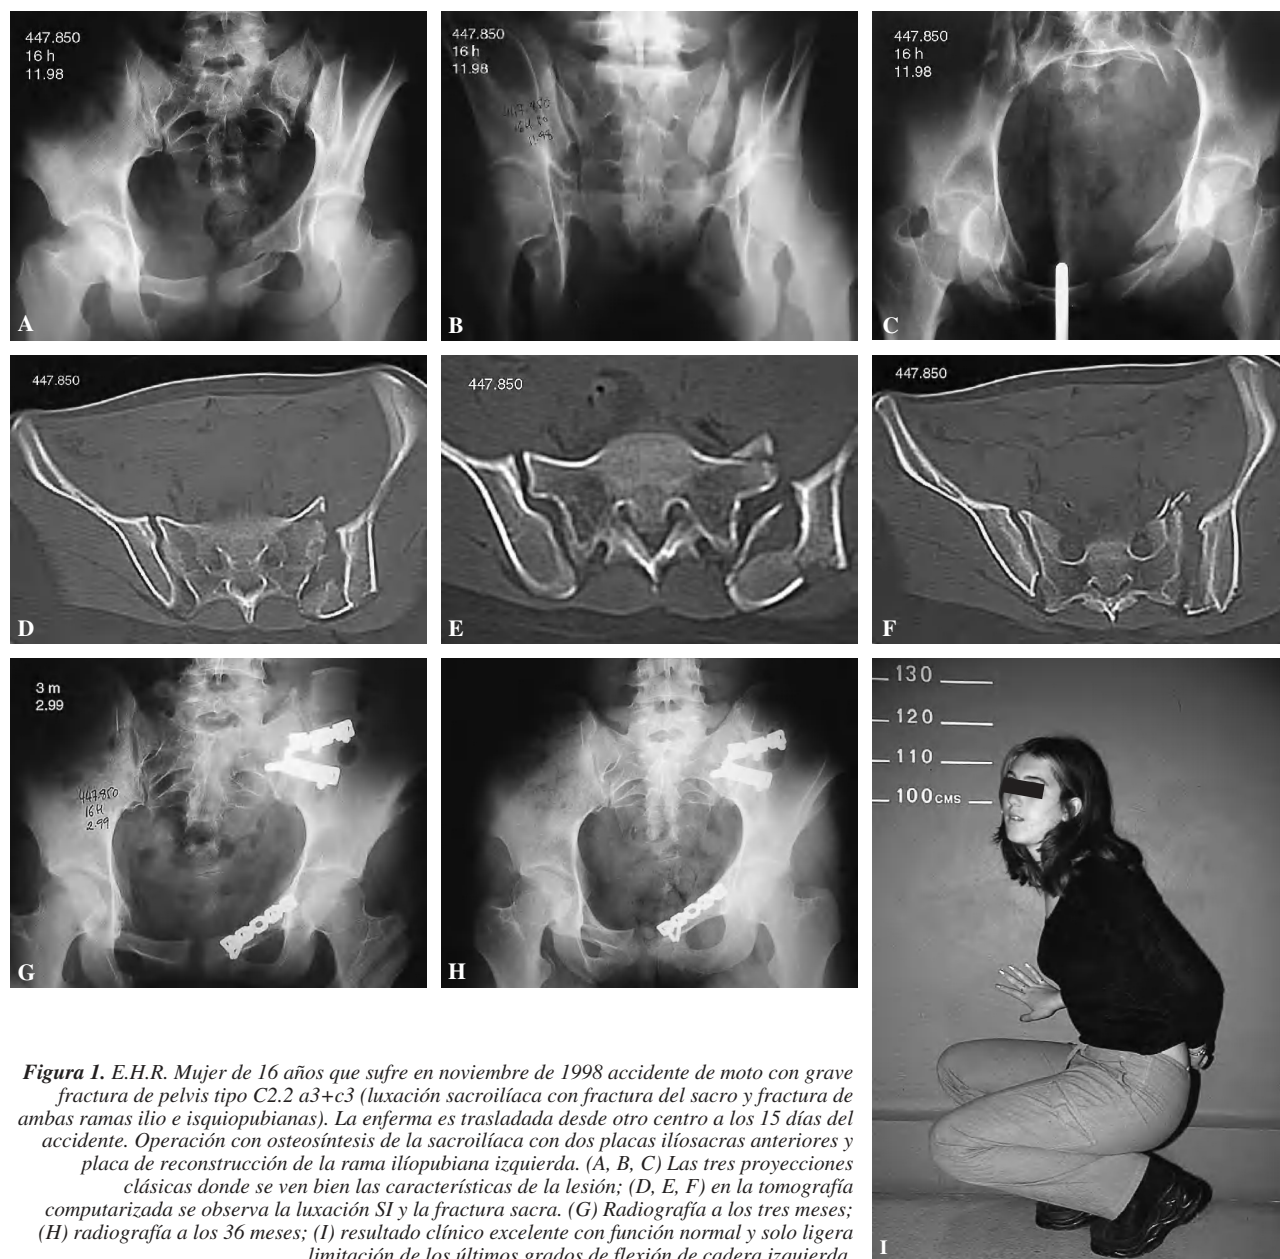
E.H.R. Mujer de 16 años que sufre en noviembre de 1998 accidente de moto con grave fractura de pelvis tipo C2.2 a3+c3 (luxación sacroilíaca con fractura del sacro y fractura de ambas ramas ilio e isquiopúbicas). La enferma es trasladada desde otro centro a los 15 días del accidente. Operación con osteosíntesis de la sacroilíaca con dos placas iliosacras anteriores y placa de reconstrucción de la rama ilíopúbica izquierda. (A, B, C) Las tres proyecciones clásicas donde se ven bien las características de la lesión; (D, E, F) en la tomografía computarizada se observa la luxación SI y la fractura sacra. (G) Radiografía a los tres meses; (H) radiografía a los 36 meses; (I) resultado clínico excelente con función normal y solo ligera limitación de los últimos grados de flexión de cadera izquierda.
